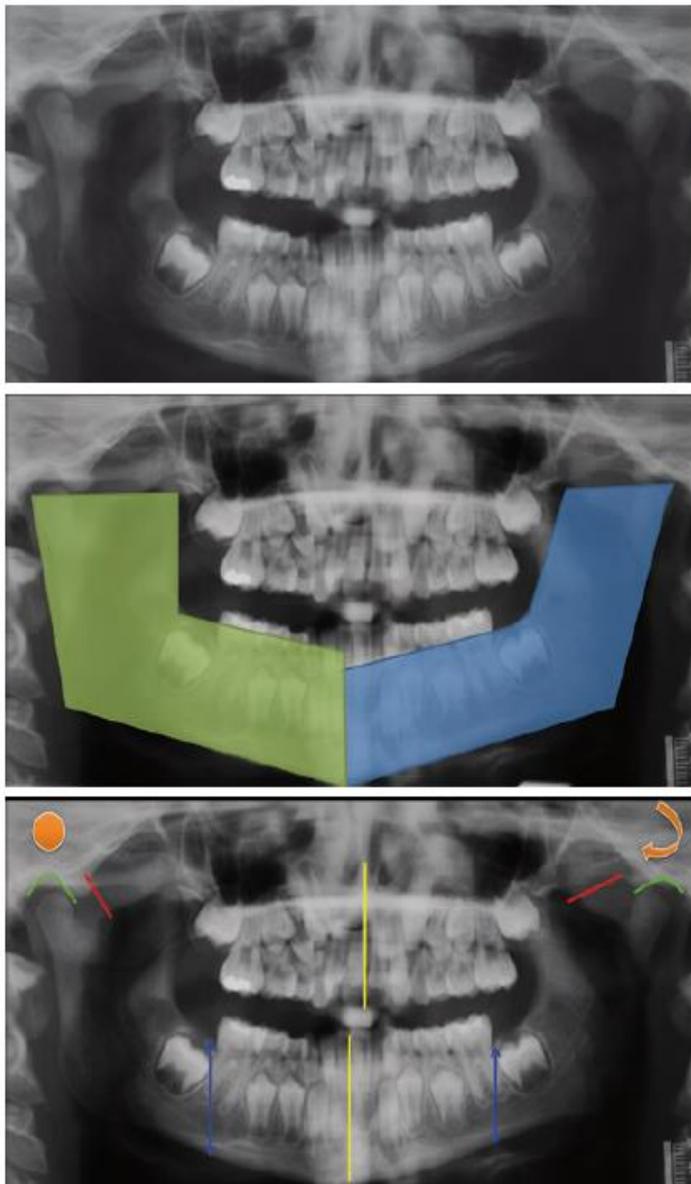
Ortopantomografía de paciente (Correspondiente a la fig. 6.4) con masticación unilateral. Obsérvese el crecimiento adaptativo con forma de alargamiento de mandíbula y remodelación del complejo cóndilo-disco. Además de la desviación de la línea media interincisiva.¹⁷
